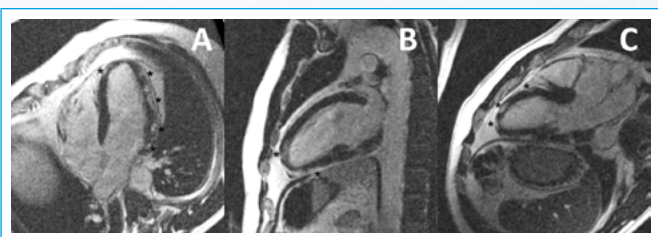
Cardio-RM. Imágenes de eje largo de realce tardío en planos de cuatro (A), dos (B) y tres cámaras (C). Existe realce tardío de gadolinio muy extenso y evidente en focos difusos de localización subepicárdica en cara lateral, ápex y septo anterior. El patrón es altamente sugestivo de miocarditis
